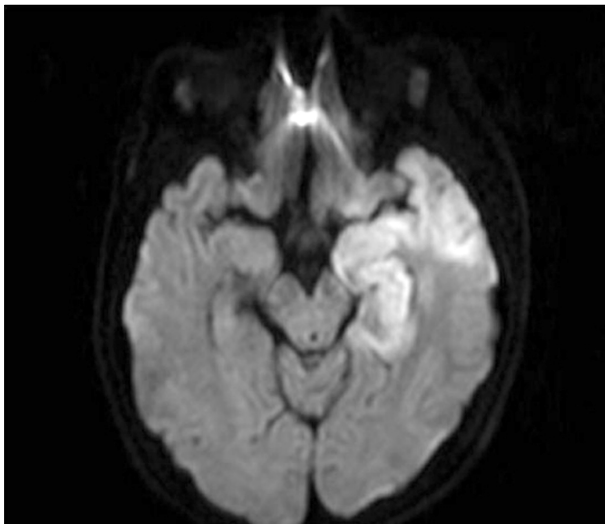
Brain MRI enhanced sequence consistent with lesions of herpes simplex encephalitis.
